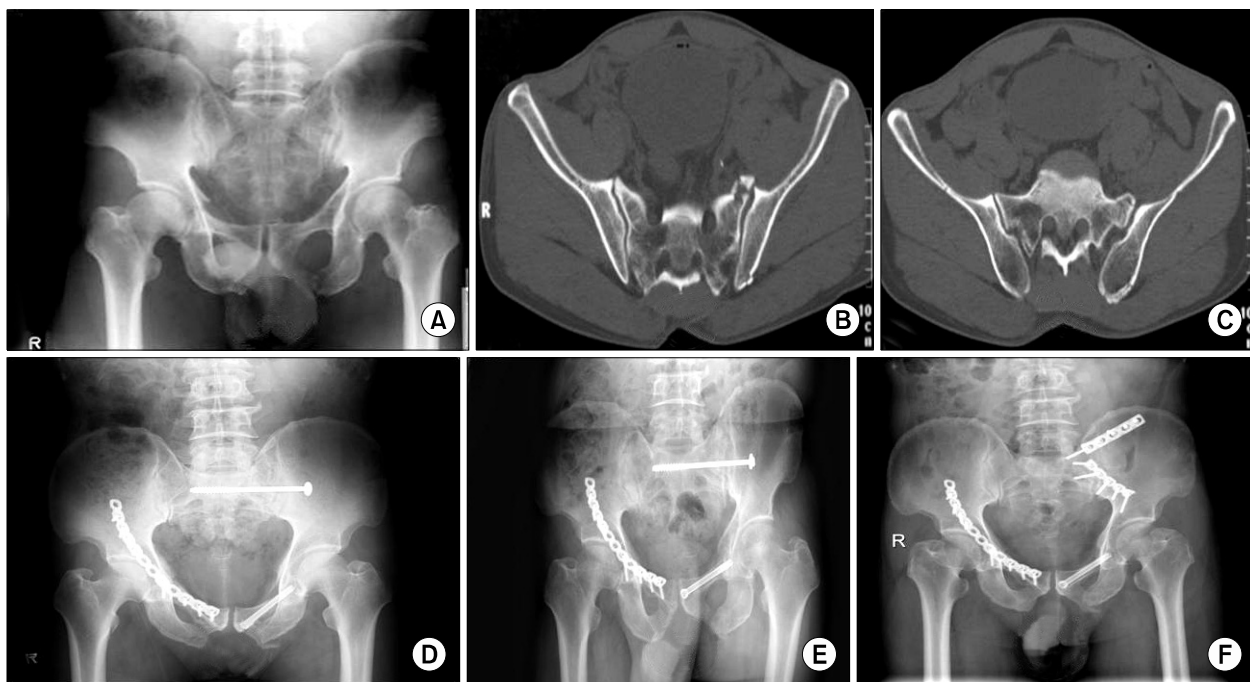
(A-C) A 59 year-old male patient who has unstable pelvic fracture with right acetabular fracture, left ramus fracture, sacral fracture and sacroiliac joint disruption. (D) Plate fixation on acetabular fracture, cannulated screw on left ramus fracture and percutaneous IS screw fixation on S1 due to narrow safe zone. (E) Follow up x-ray shows displacement of IS screw and patient complained buttock pain. (F) Second operation as Lt SI joint fusion with plate and screws fixation was performed.
